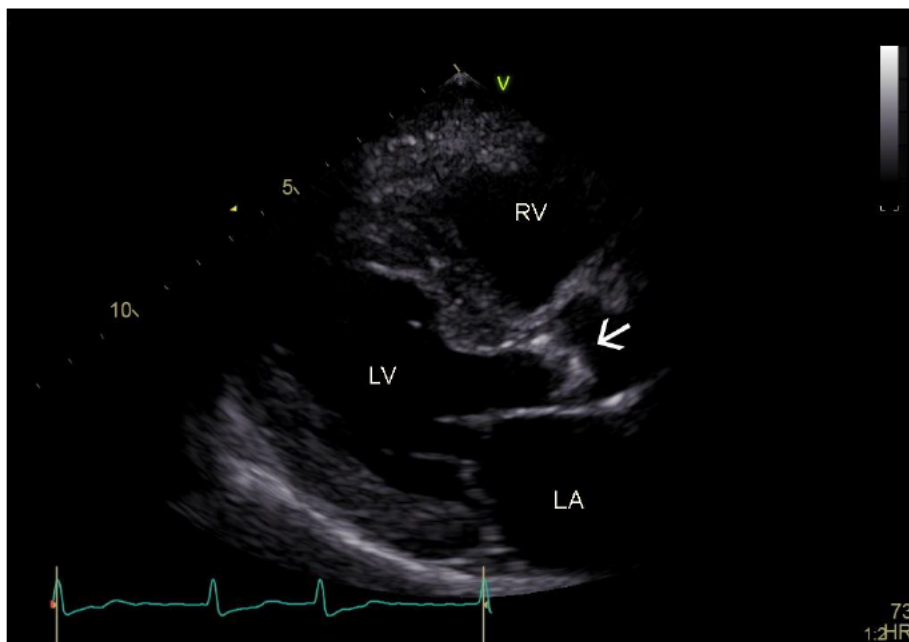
Transthorakales Echobild einer Aortenklappenstenose im parasternalen Längsachsenschnitt. Der Pfeil zeigt auf die verdickte Aortenklappe. LA: linkes Atrium, LV: linker Ventrikel, RV: rechter Ventrikel. Kardiologie, Universitätsklinikum Würzburg
